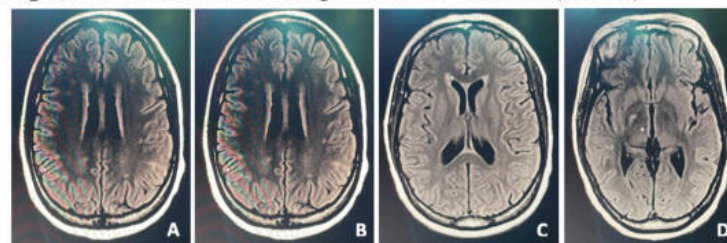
Secuencia FLAIR: Muestra pequeñas lesiones puntiformes hiperintensas en la sustancia blanca subcortical (A), juxtacortical (B) y periventricular (C), así como a nivel de rodilla de capsula interna derecha (D).
